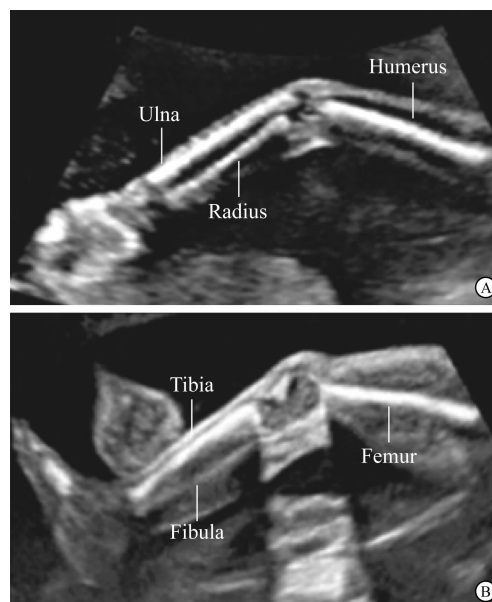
胎儿上肢(A)和下肢(B)的超声检查。上肢和下肢可显示或缺如应常规记录, 除非由于技术因素导致其显示不清。
